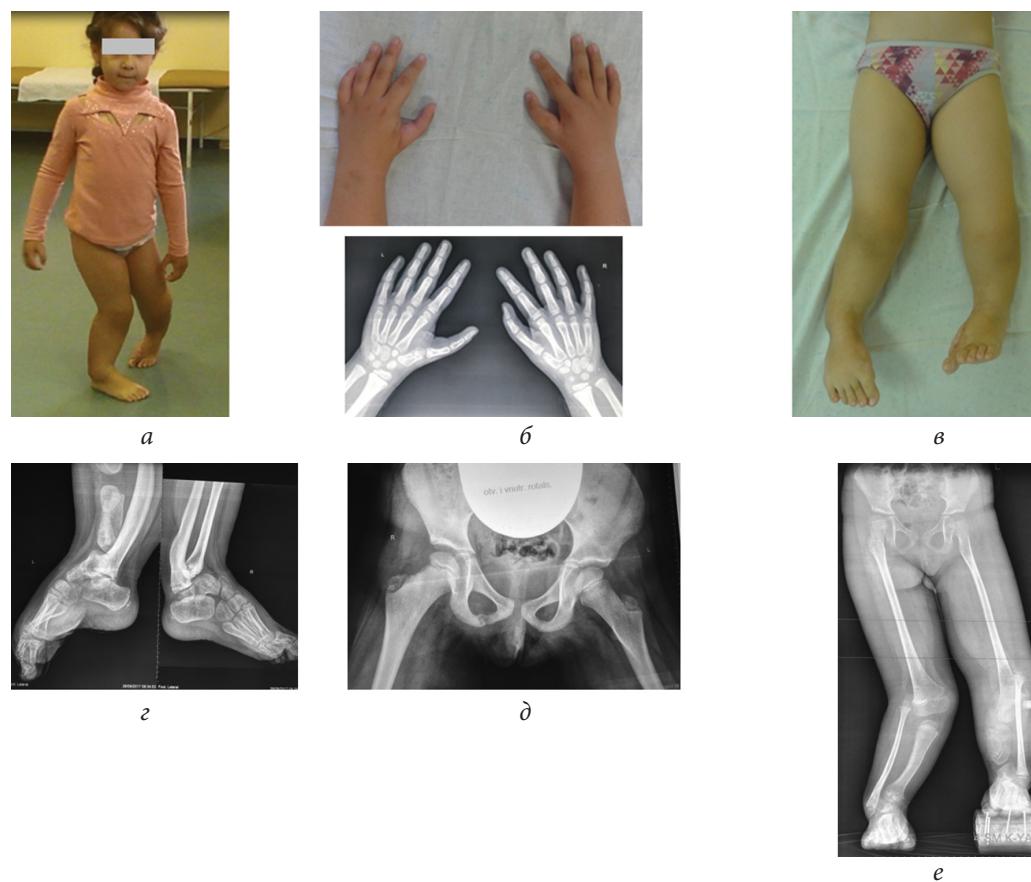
Пациентка Ж., 5,5 года (через 3 года после операции): *а* — внешний вид пациентки; *б* — внешний вид и рентгенограммы кистей; *в* — внешний вид нижних конечностей; *г* — рентгенограммы стоп в боковой проекции; *д* — рентгенограммы тазобедренных суставов; *е* — панорамная рентгенограмма нижних конечностей стоя с компенсацией укорочения
